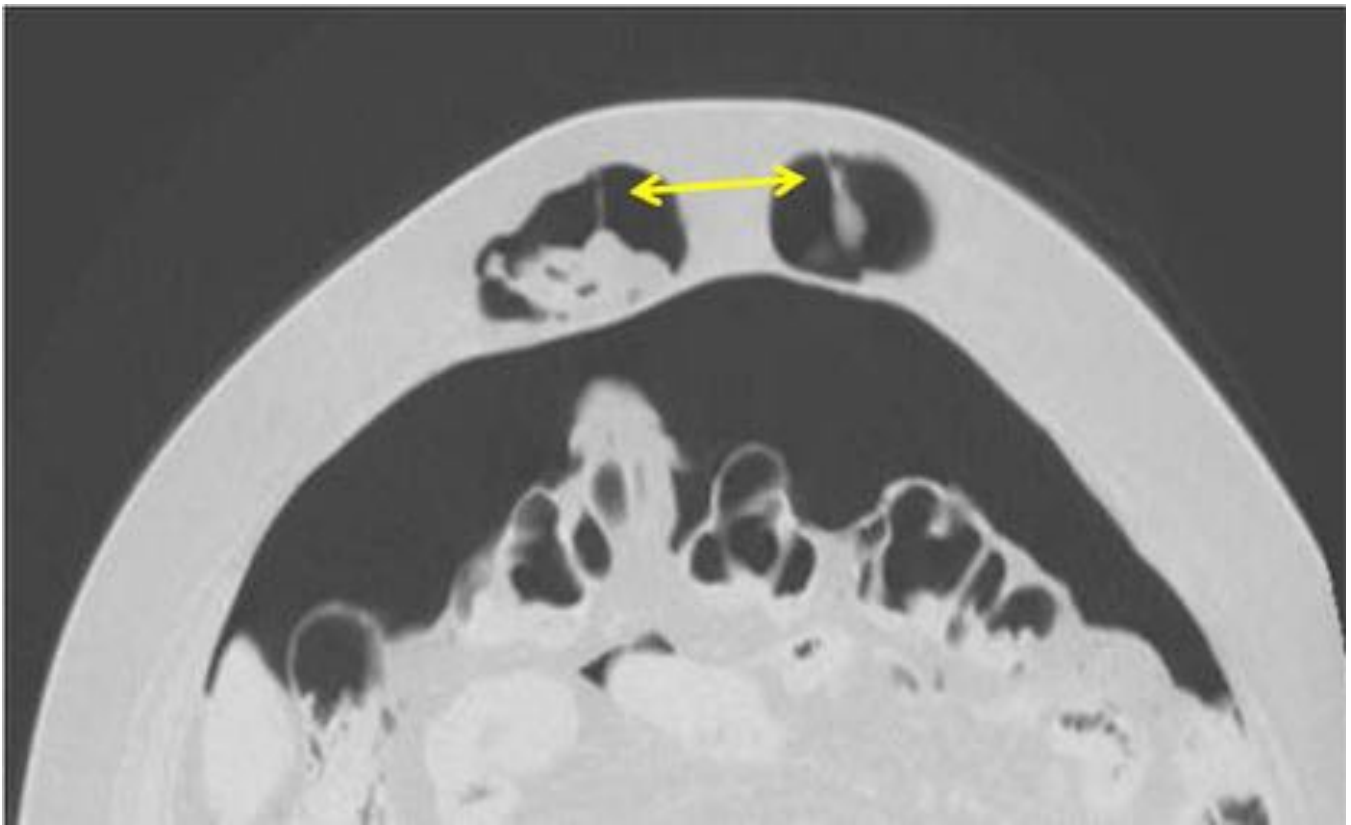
Paciente al que se le realiza TC pre-quirúrgica una vez finalizado el neumoperitoneo progresivo
